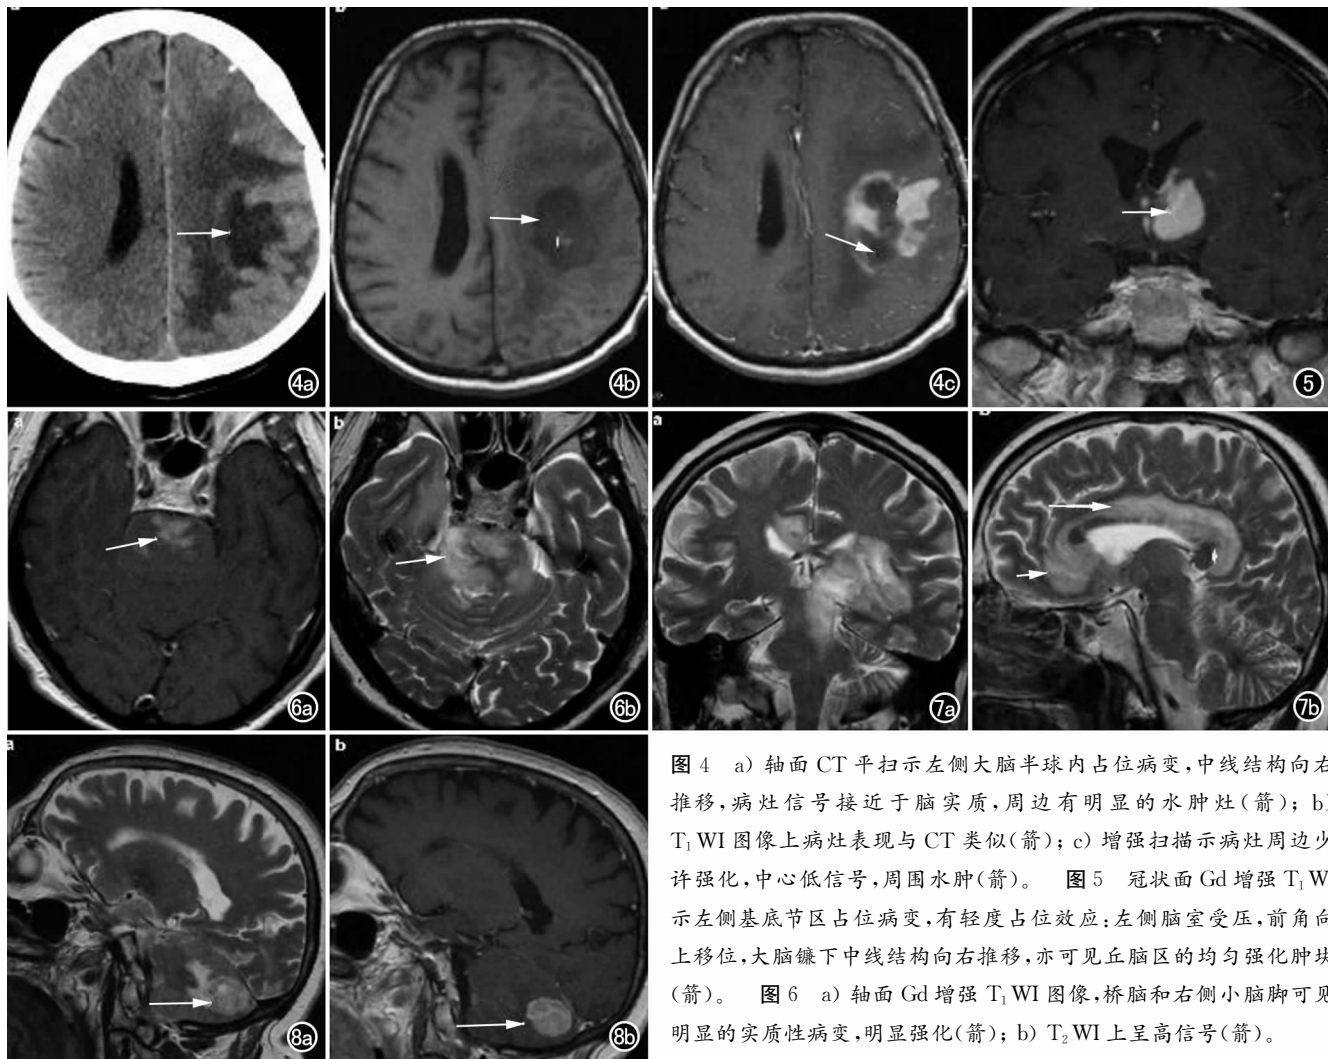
a) 轴面 CT 平扫示左侧大脑半球内占位病变,中线结构向右推移,病灶信号接近于脑实质,周边有明显的水肿灶(箭); b) T_1 WI 图像上病灶表现与 CT 类似(箭); c) 增强扫描示病灶周边少许强化,中心低信号,周围水肿(箭)。图 5 冠状面 Gd 增强 T_1 WI 示左侧基底节区占位病变,有轻度占位效应:左侧脑室受压,前角向上移位,大脑镰下中线结构向右推移,亦可见丘脑区的均匀强化肿块(箭)。图 6 a) 轴面 Gd 增强 T_1 WI 图像,桥脑和右侧小脑脚可见明显的实质性病变,明显强化(箭); b) T_2 WI 上呈高信号(箭)。
